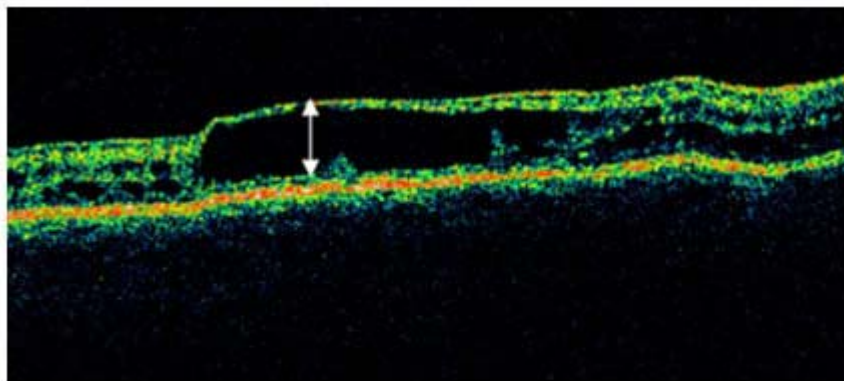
Tomografía de coherencia óptica del ojo izquierdo. Separación de la retina interna a nivel de la capa de fibras nerviosas y edema macular quístico.
